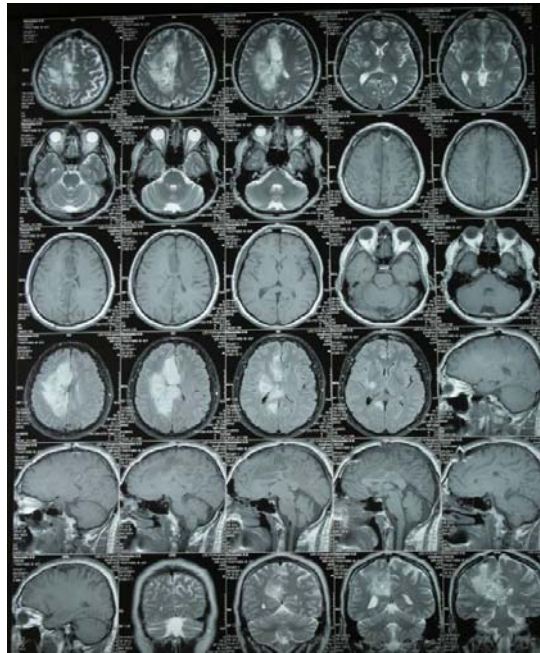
МРТ от 2.12.2011 г. Продолженный рост опухоли в медиальные отделы лобной и теменной долей справа. По сравнению с предыдущей МРТ- отрицательная динамика в виде увеличения размеров опухоли в медиальных отделах теменной доли
